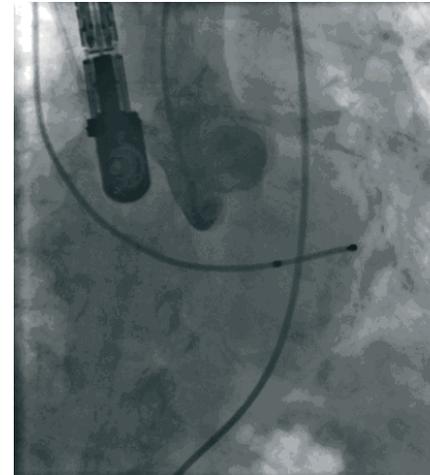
Supravalvuläre Aortographie. Passagere Schrittmachersonde im rechten Ventrikel. Transoesophageales Echo.
